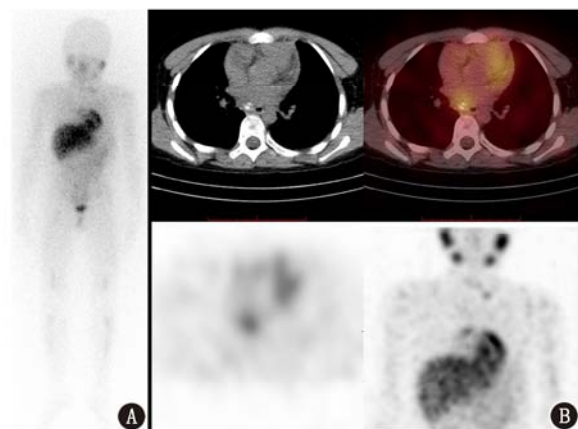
NB患儿(男,10岁) $^{123}\text{I}$ -MIBG平面显像及SPECT/CT显像图。A.平面显像示多发骨受累,颈部淋巴结转移可能,纵隔未见明显异常放射性摄取增高;B. SPECT/CT显像提示后纵隔残余病灶放射性摄取增高,提示存在肿瘤活性,该病灶被心脏遮挡,平面显像误认为心脏生理性摄取
